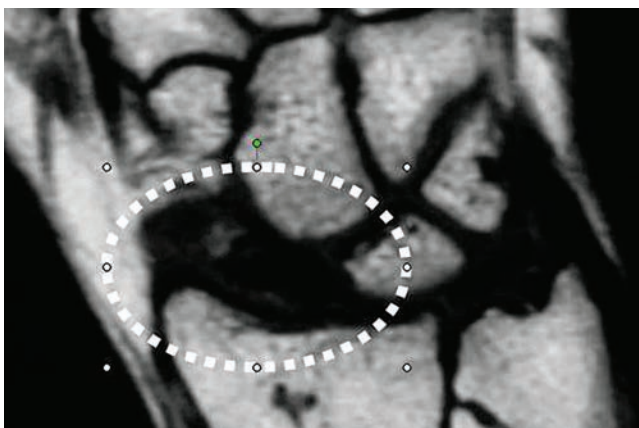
La resonancia magnética nuclear con ponderación T1 muestra hueso con irrigación sanguínea como una zona blanquecina. En este paciente hay ausencia de color blanquecino donde debería encontrarse el escafoide (círculo punteado), compatible con necrosis avascular.
